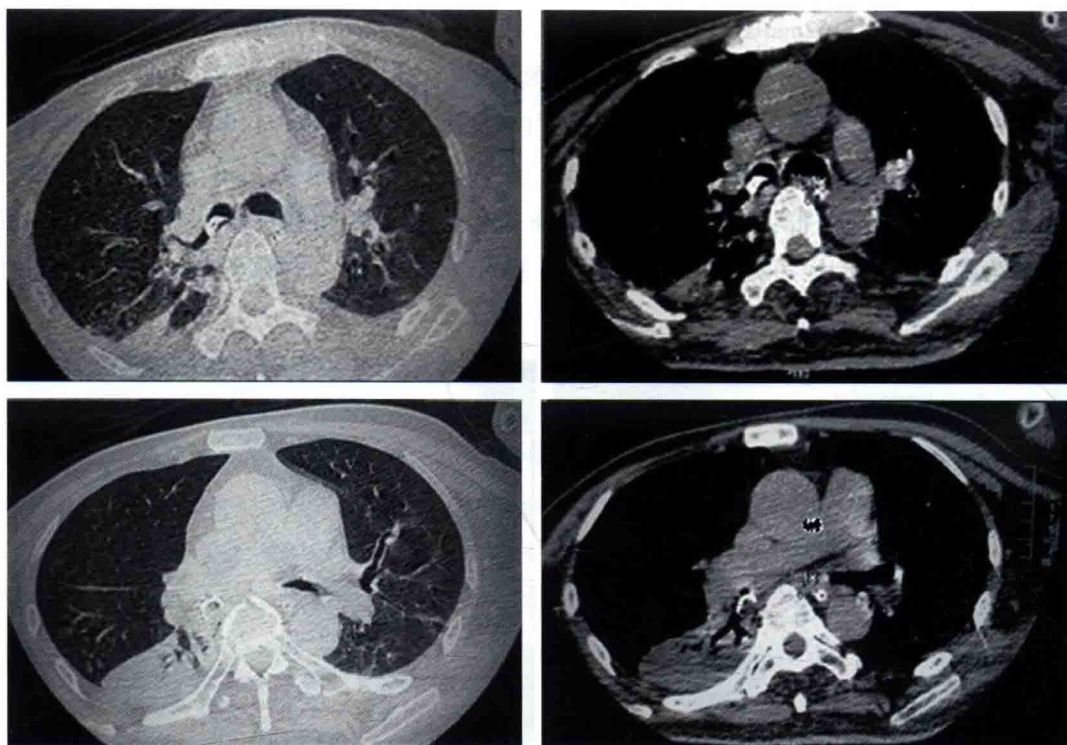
2012 年 8 月 16 日肺 CT:右侧支气管内高密度异物影, 右肺下叶致密影, 双侧少量胸腔积液
